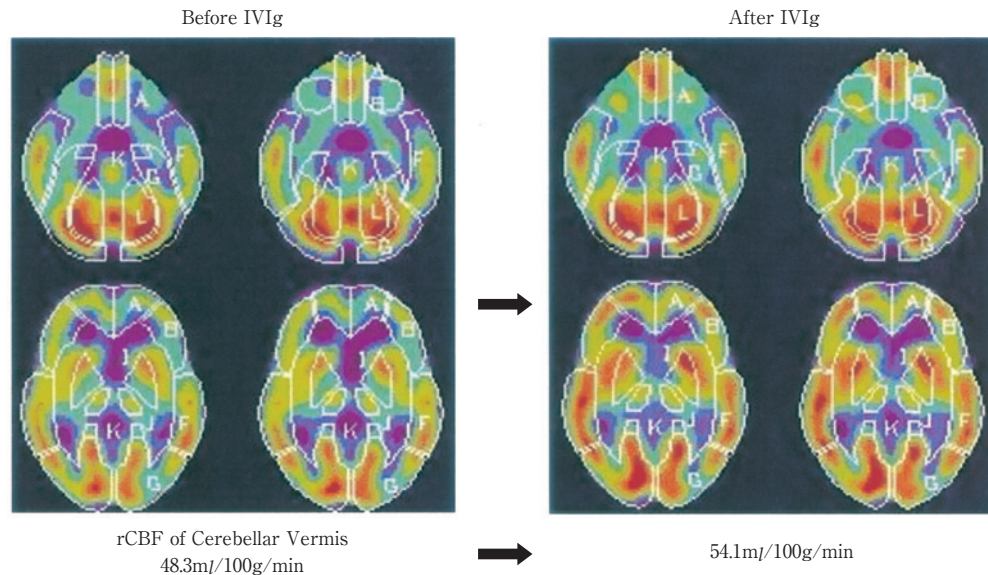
After intravenous IVIg treatment, rCBF in the cerebellar vermis increased significantly on SPECT from 48.3 ml/100 g/min to 54.1 ml/100 g/min.
